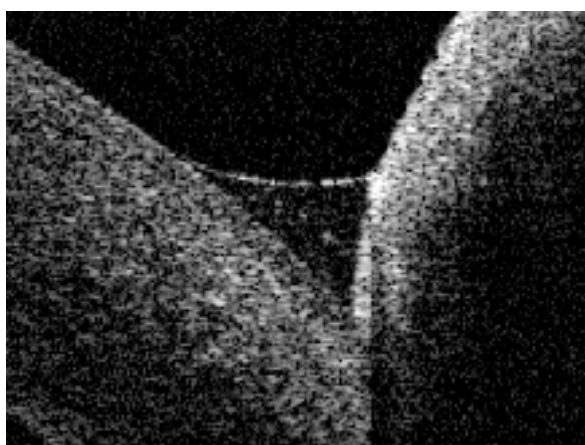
Оптическая когерентная томография нижнего слезного мениска. (А) измерение высоты, прогиба слезного мениска, (Б, цветная вкладка) измерение роговично-менискового угла смачивания
